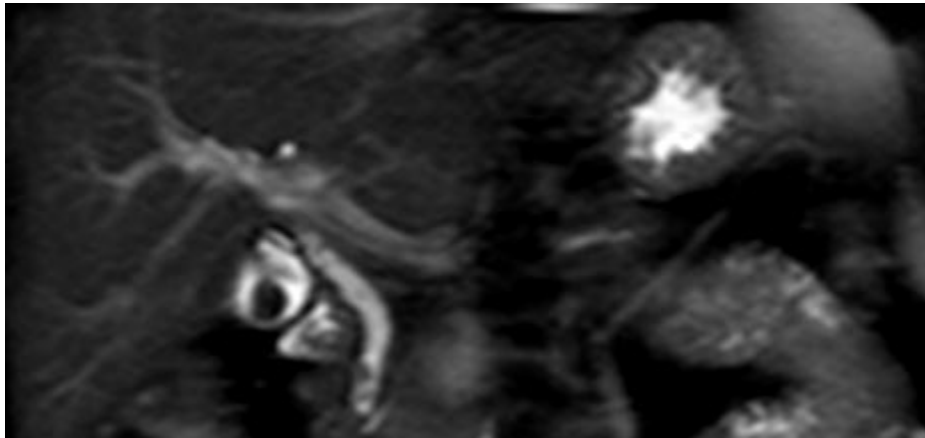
Paciente femenino de 50 años de edad, colangiorresonancia magnética, turbo spin echo T2 coronal, que evidencia ausencia de señal redondeada en el interior de la vesícula biliar con dimensiones de 23x21 mm.
